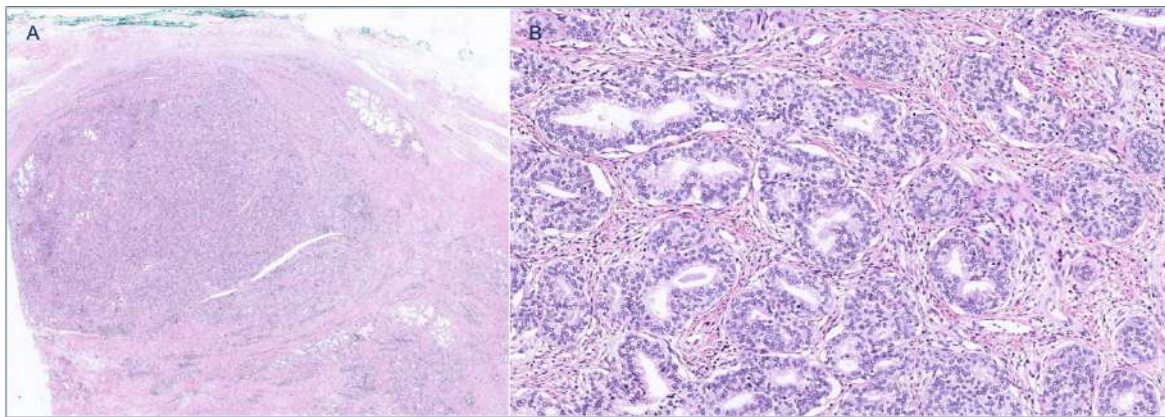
A) Imatge que correspon al nòdul discretament exofític visualitzat per RM a ZT paramedial dreta. B) Nòdul d'hiperplàsia epitelial molt cel·lular: Observem gran densitat glandular amb una arquitectura molt complexa i amb molta densitat de cèl·lules estromals de l'interstici així com molts capil·lars.
